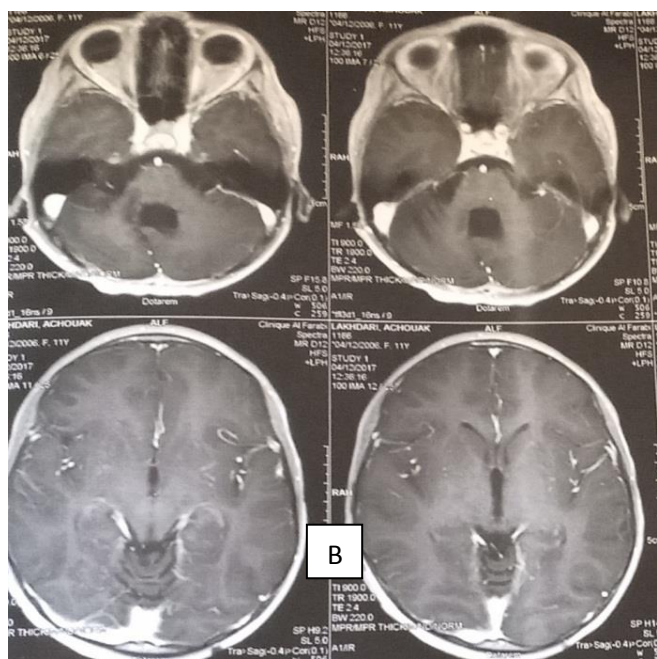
B): IRM cérébrale coupe axiale : absence de reliquat tumoral après la chimio-radiothérapie.
